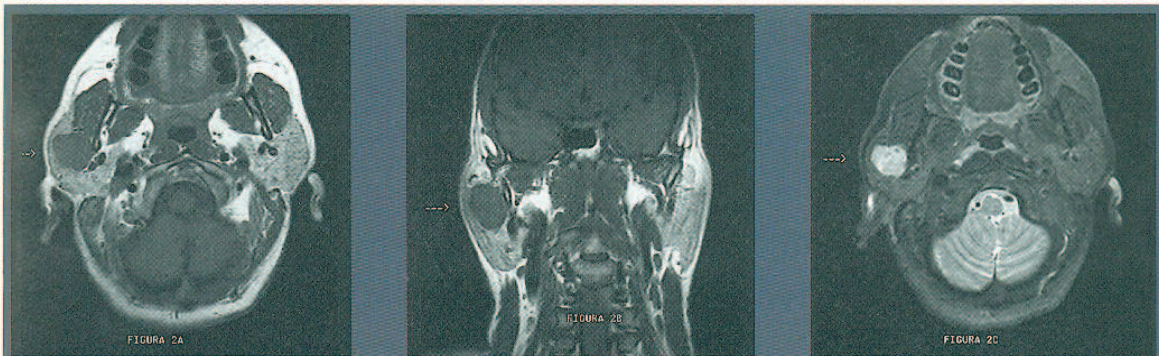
Imagen por resonancia magnética de carcinoma mucoepidérmico de bajo grado de malignidad de parótida derecha. A: plano axial. Secuencia ponderada T₁; B: plano coronal. Secuencia ponderada T₁; C: plano axial. Secuencia ponderada T₂ con supresión grasa.
